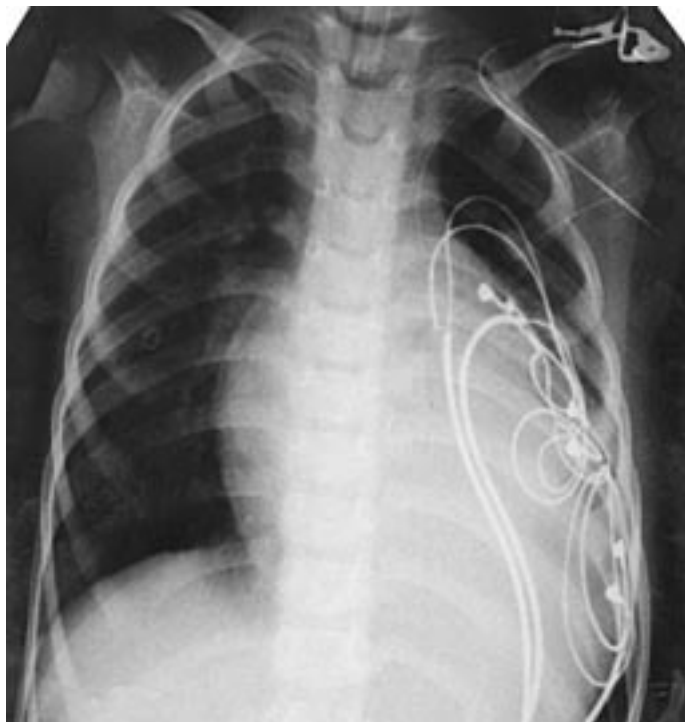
После имплантации БВС. Рентгенологическое исследование грудной клетки
